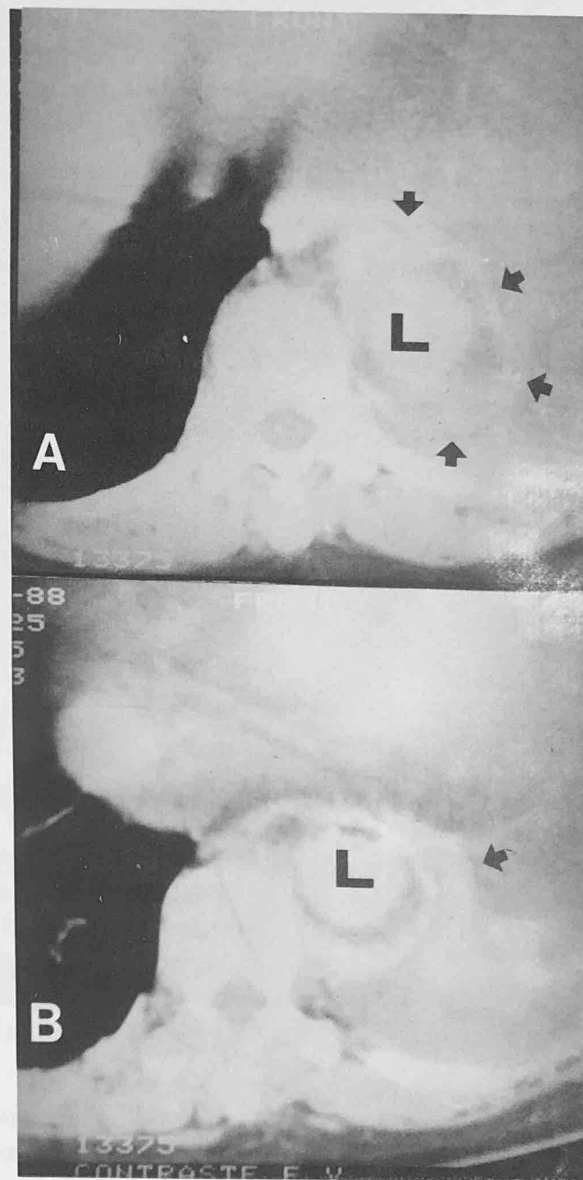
Tomografía computada del tórax. A: se observa una formación aneurismática en la porción yuxtadiafrágica de paredes calcificadas y parcialmente trombosada (flechas). B: Extravasación del contraste al espacio pleural izquierdo (flecha L = lumen).
